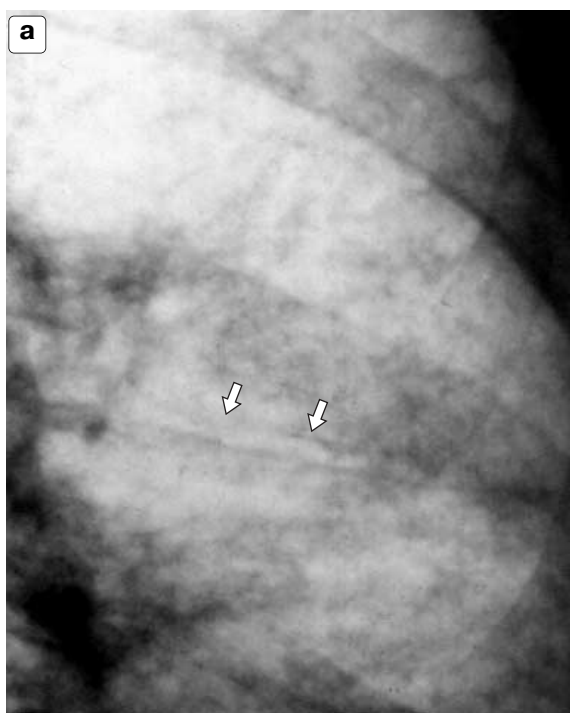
Симптом “трамвайных рельсов” (указан стрелками). а – фрагмент рентгенограммы, б – компьютерная томограмма.
